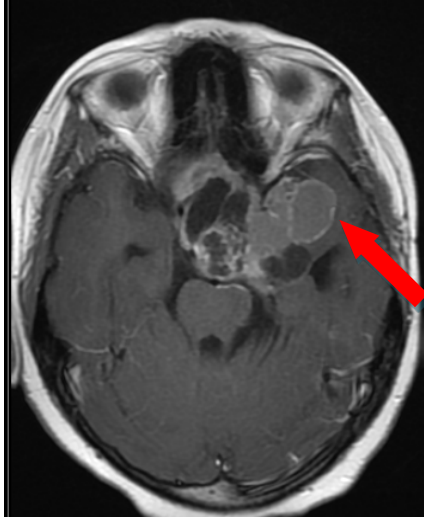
МРТ в режиме T1 с к/у через 3 месяца после операции
